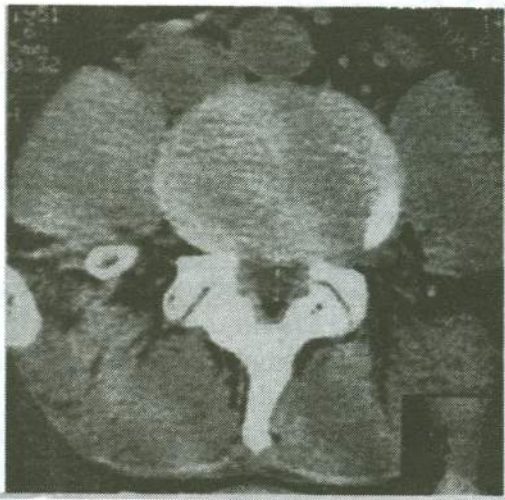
Coupe distale TDM : Mesure du diamètre du fourreau dural
